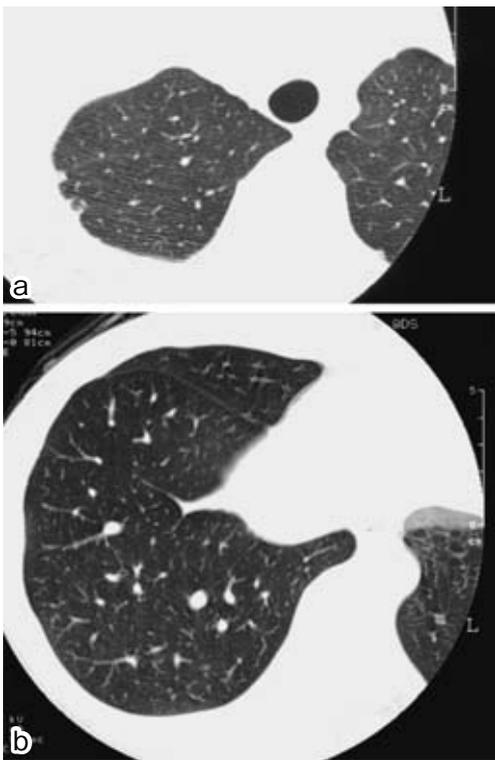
Chest CT scan show no abnormal findings 7 days after exposure (case 2).
